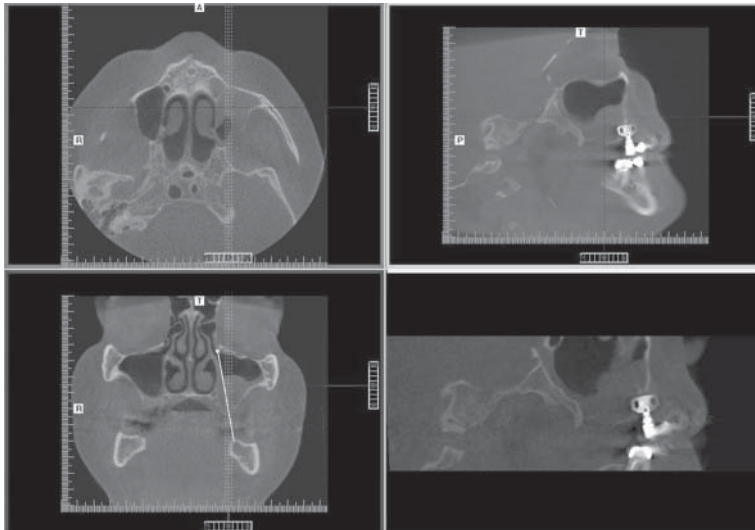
Дентальная объемная томография. Перфорация передней стенки левой верхнечелюстной пазухи пластинчатым имплантатом. Одонтогенный левосторонний гайморит.
